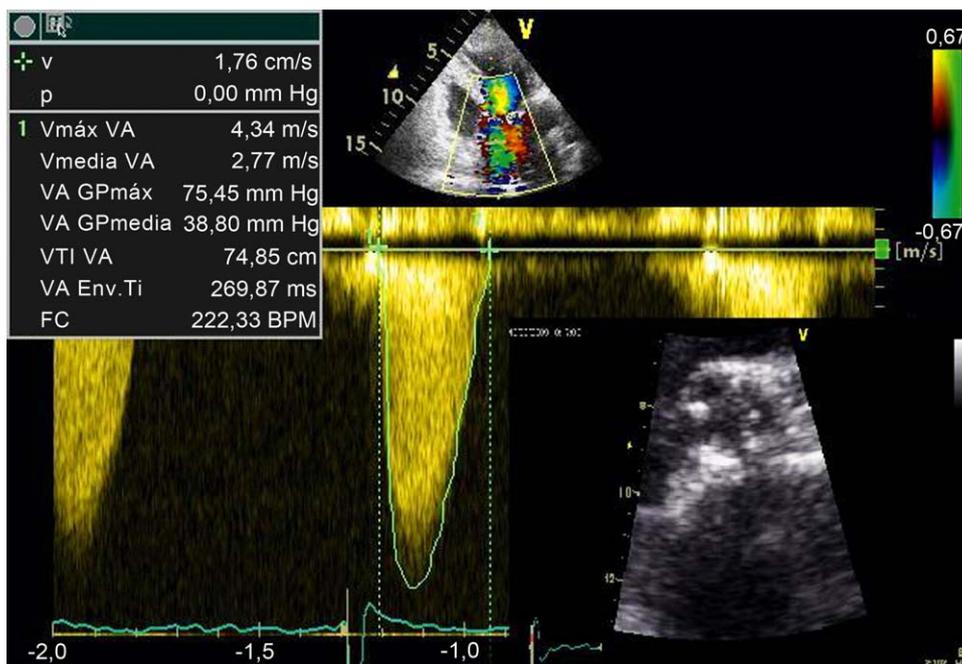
Imagen de ecocardiograma transtorácico en el eje corto de aorta, en la que se observa engrosamiento de los velos valvulares con limitación de su apertura y con Doppler continuo, demostrando los elevados gradientes transvalvulares.
